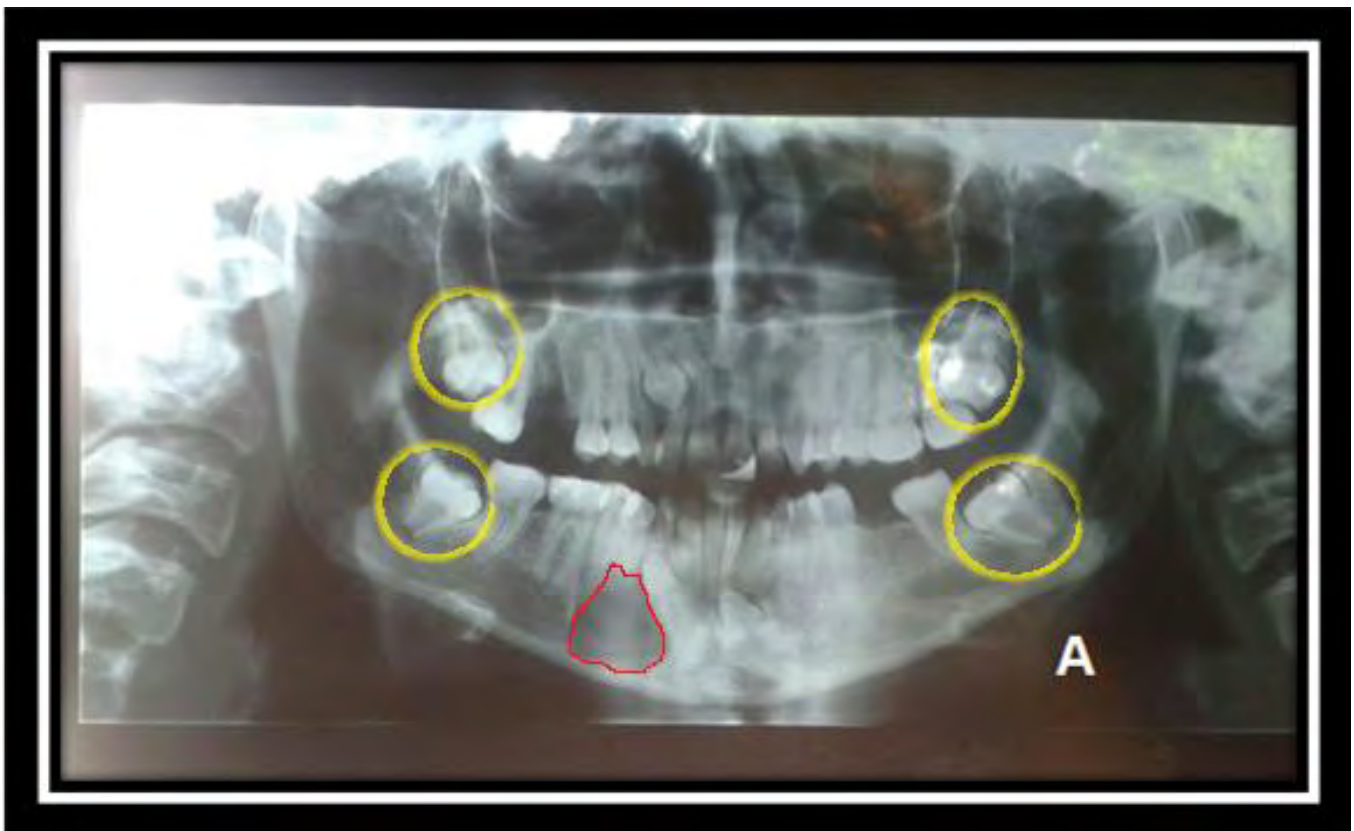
Radiografía panorámica donde se observa los caninos retenidos en la parte anterior de la mandíbula OD.33 Y OD.43, presentando un quiste dentígero. Los terceros molares en posición mesioangulados según la clasificación de Winter (A). <sup>Fuente directa</sup>
